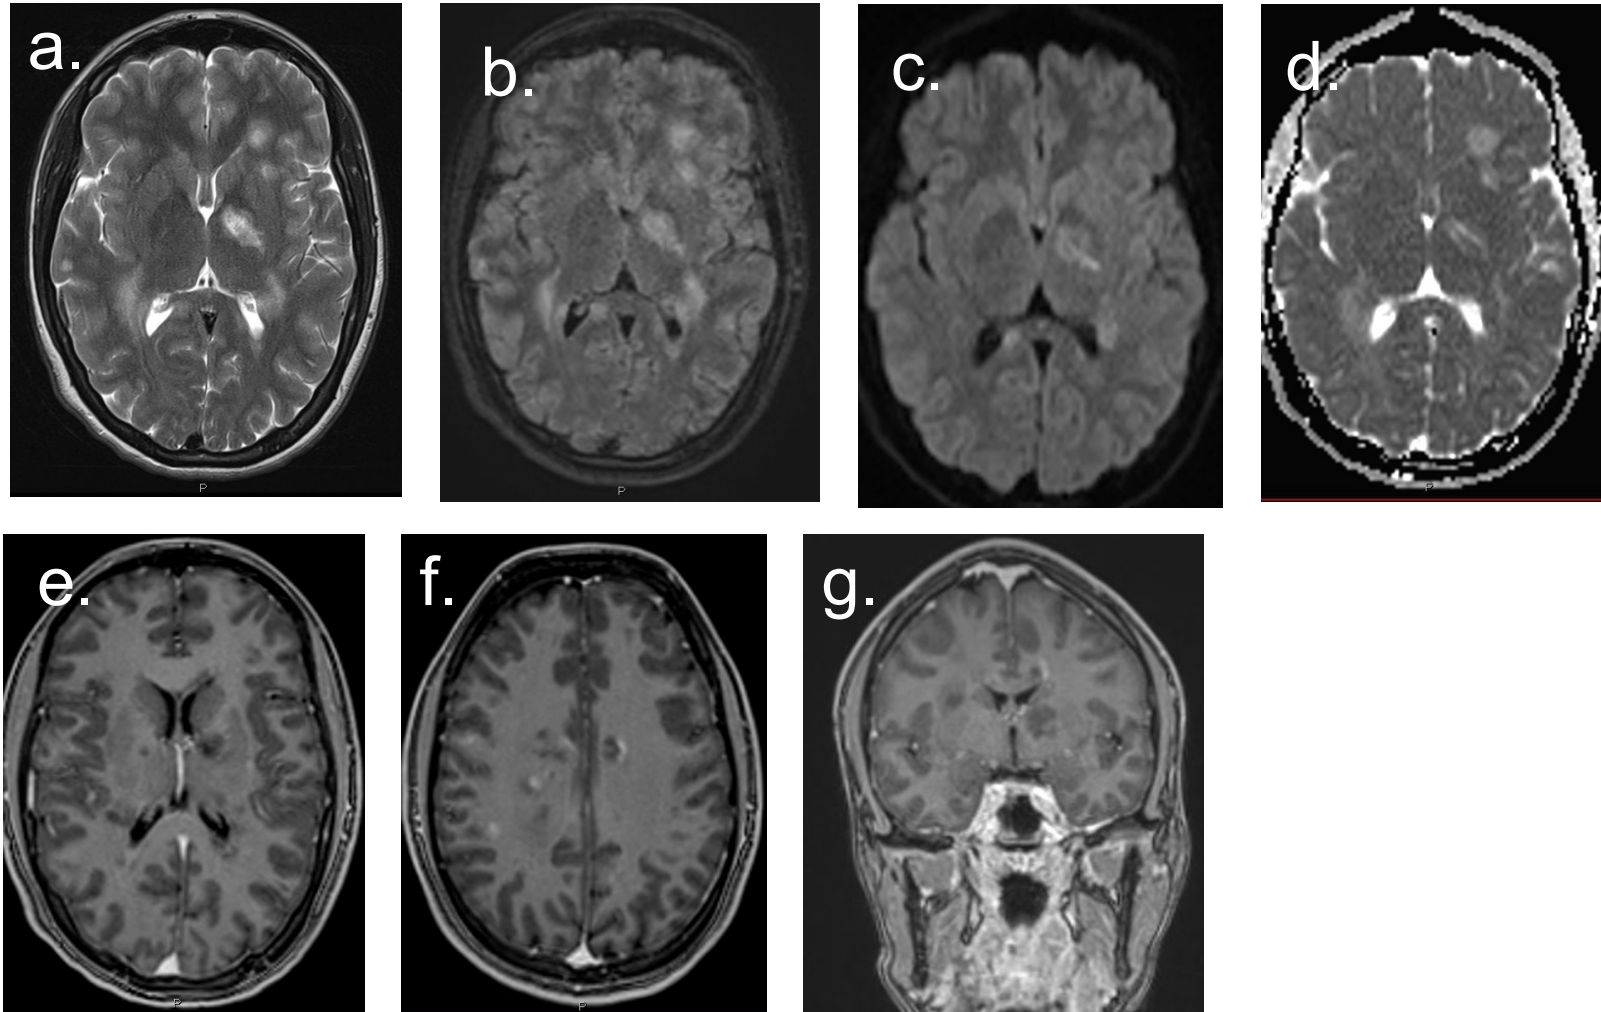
RM cerebral: (a) T2 axial, (b) FLAIR axial, (c) difusión (DWI), (d) mapa ADC y (e–g) T1 postcontraste. Múltiples lesiones desmielinizantes en sustancia blanca supratentorial e infratentorial, con afectación del cuerpo calloso (unión calloso-septal), centros semiovais, cápsula interna. Varias lesiones muestran morfología ovalada y orientación periventricular, algunas con realce tras el contraste (actividad inflamatoria) y patrón en anillo incompleto. Hallazgos compatibles con esclerosis múltiple remitente-recurrente en brote multifocal de alta actividad.
